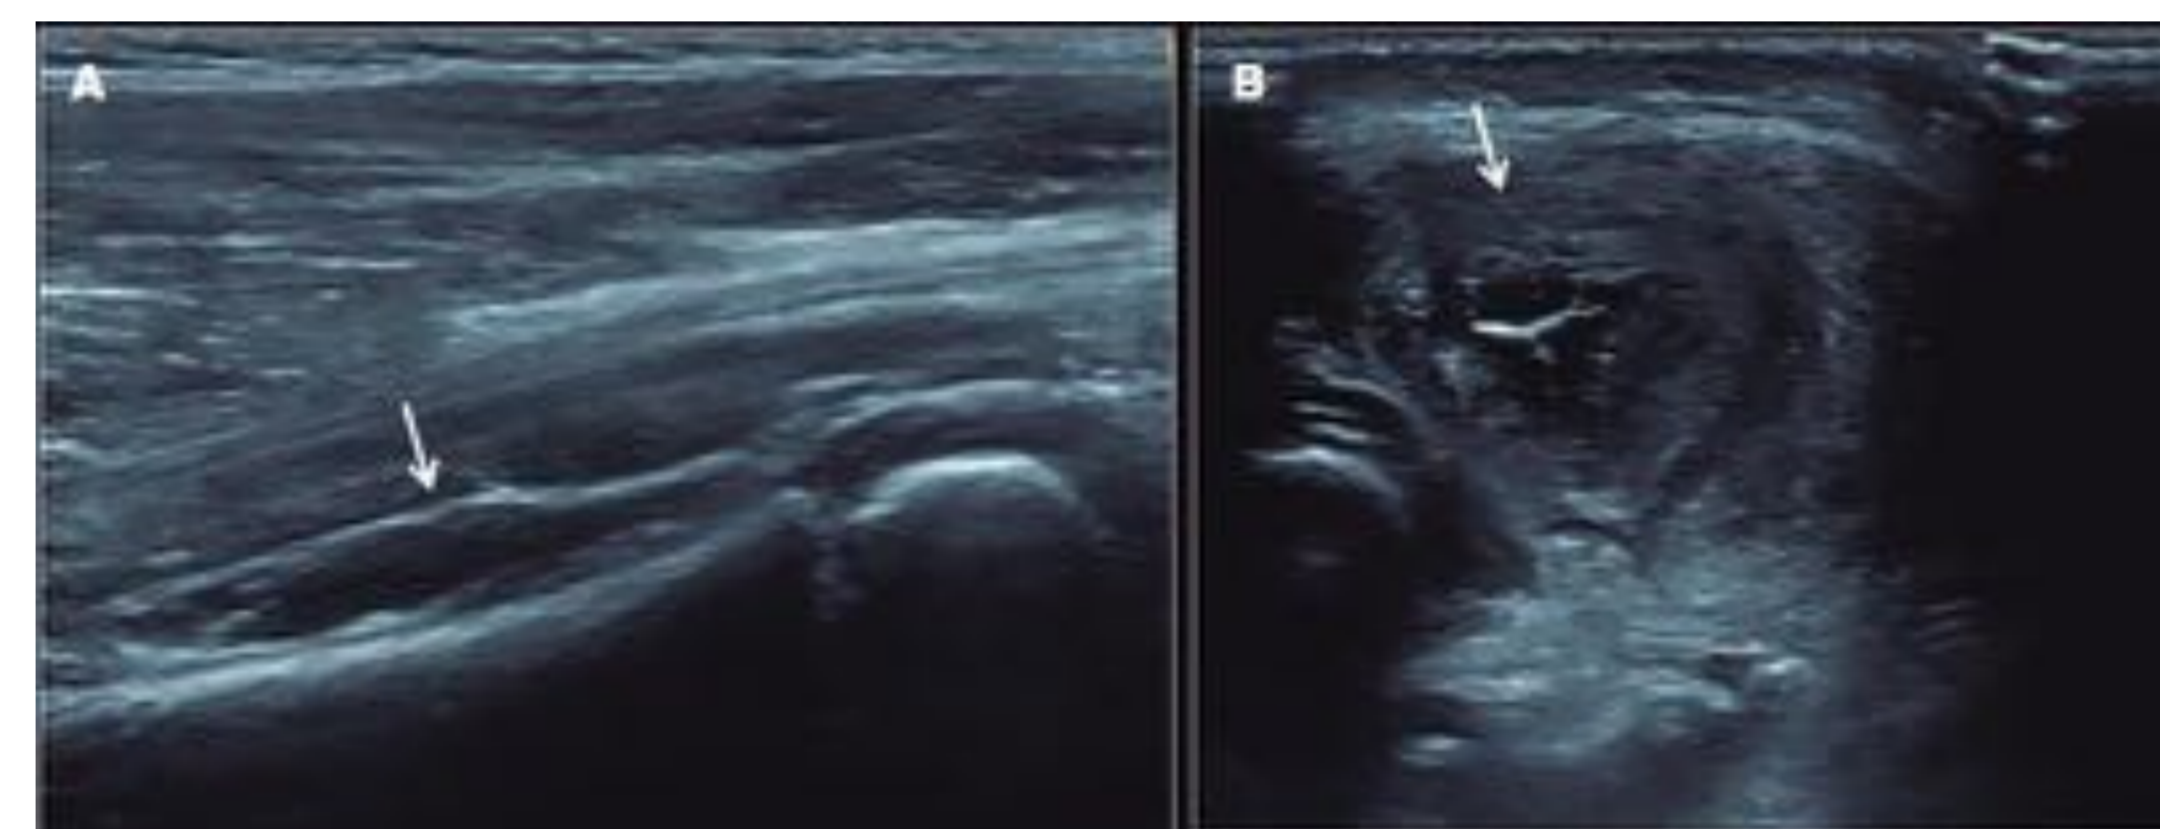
Ecografía del receso anterior del codo. Imágenes superiores: plano sagital (A) y transversal (B): hematoma muscular difuso en grupo muscular pronador y braquiorradial que produce gran aumento de volumen y alteración de la ecoestructura del grupo muscular.
